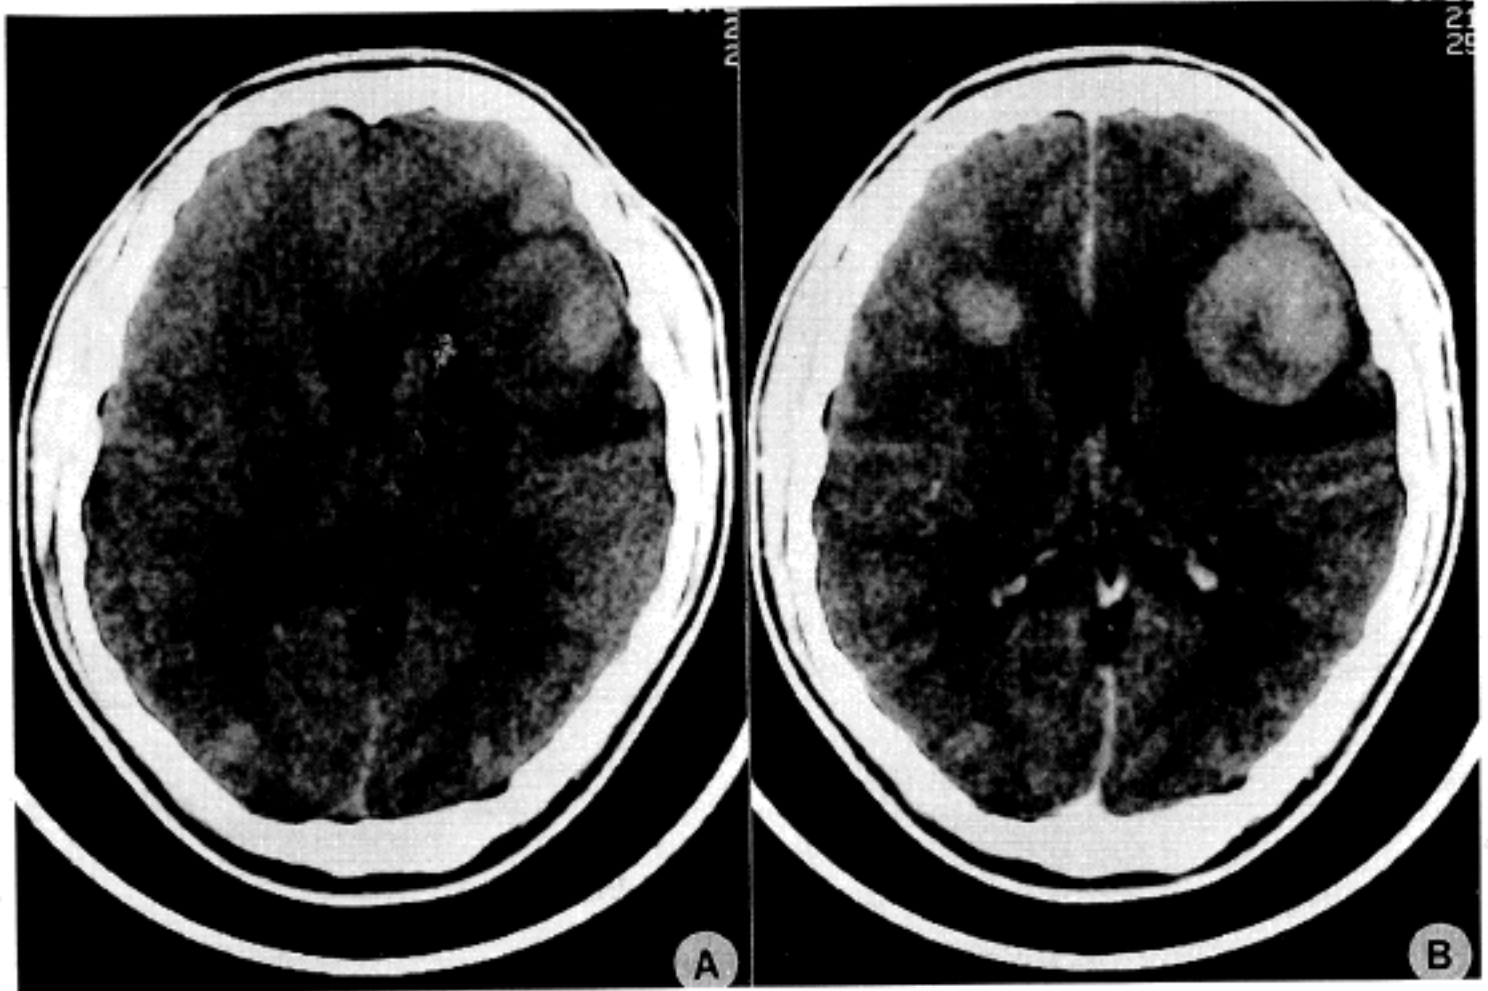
CT scan showing two round masses and surrounding brain edema in the left fronto-parietal lobe. 1B. Enhancement of tumor after administration of contrast medium.
